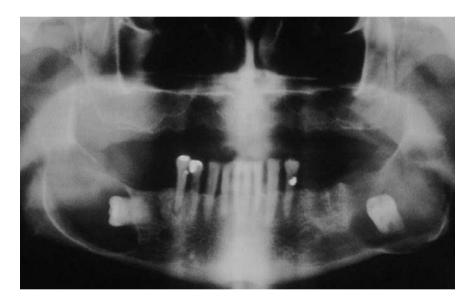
Radiografía del caso 16.
